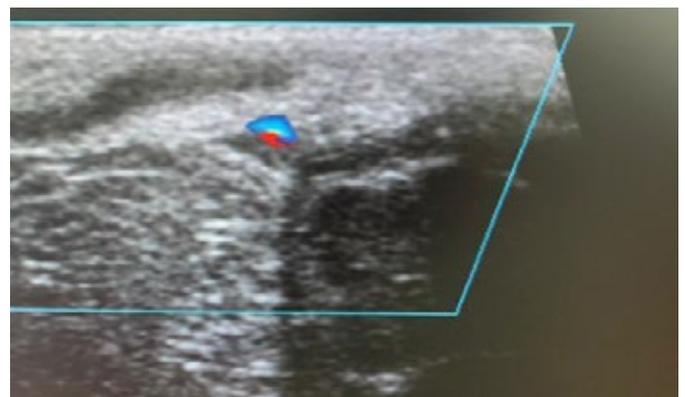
Ultrassonografia transfontanelar com doppler, corte axial através da fontanela mastoidea direita demonstra seio transversal direito com dimensões reduzidas em relação ao contralateral e fluxo filiforme central, com material hipocogênico (trombo) aderido às paredes do seio venoso.
